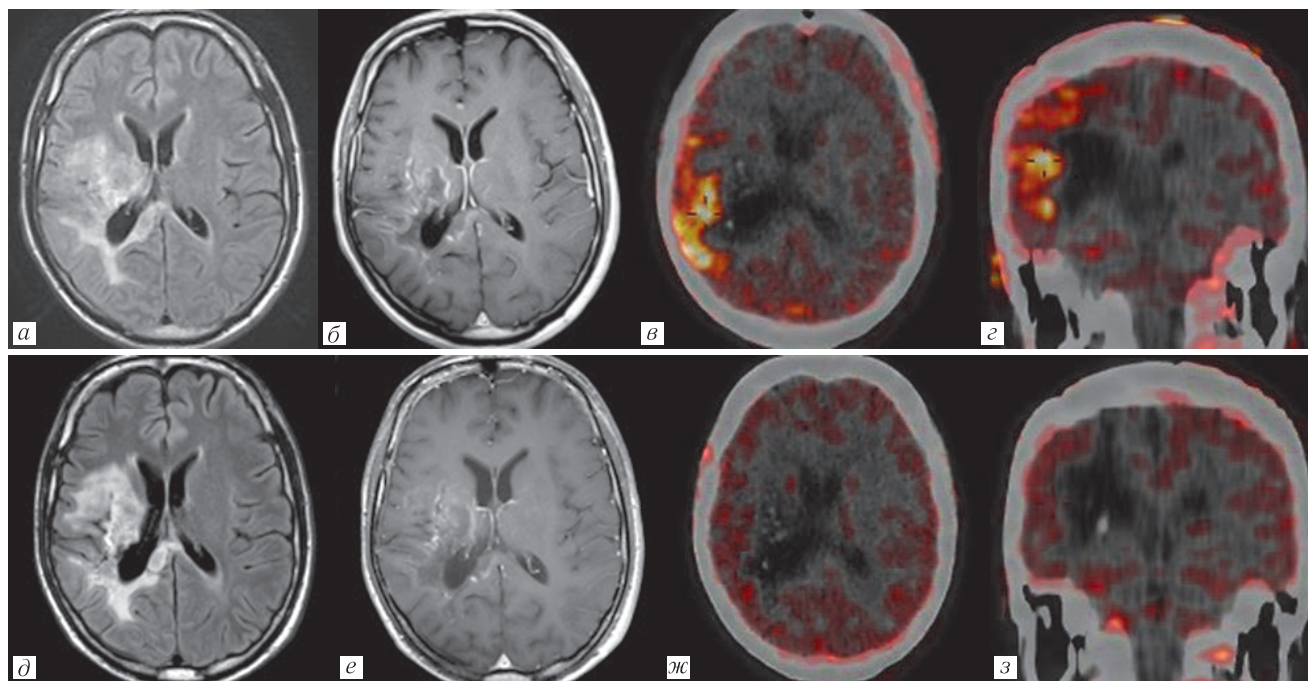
Метаболическая псевдопрогрессия. Пациент № 2, после комбинированного лечения глиобластомы правой теменной доли. На очередной МРТ с КУ отмечена выраженная прогрессия изменений в правом полушарии большого мозга, в зоне облучения рецидивной глиомы, с вовлечением таламуса, валика мозолистого тела и прилежащего вещества теменной доли (а, б). При ПЭТ/КТ повышенного захвата РПФ в зоне структурных изменений на МРТ не зарегистрировано, однако появился диффузно повышенный захват [^{11}C]метионина в коре правой теменной доли, визуально интактной при МРТ (в, г). Контрольные исследования через 1 месяц демонстрируют стабильную радиологическую картину изменений правого большого полушария (д, е), и полную нормализацию накопления РПФ в коре (ж, з)
